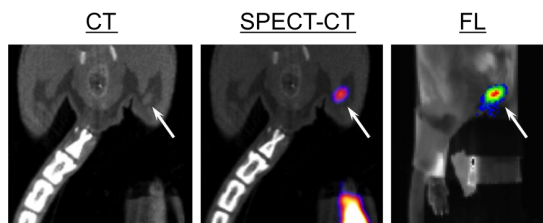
多機能分子プローブ投与 16 時間後に得られた SPECT 画像 (A) と蛍光平面画像 (B) の代表例。
